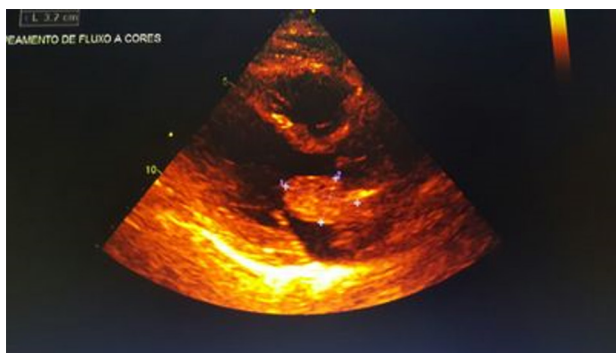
Ecodopplercardiograma com mapeamento de fluxo a cores, evidenciando massa em átrio esquerdo dimensionado pelas setas em L1 2,1 cm e L2 3,2 cm.
